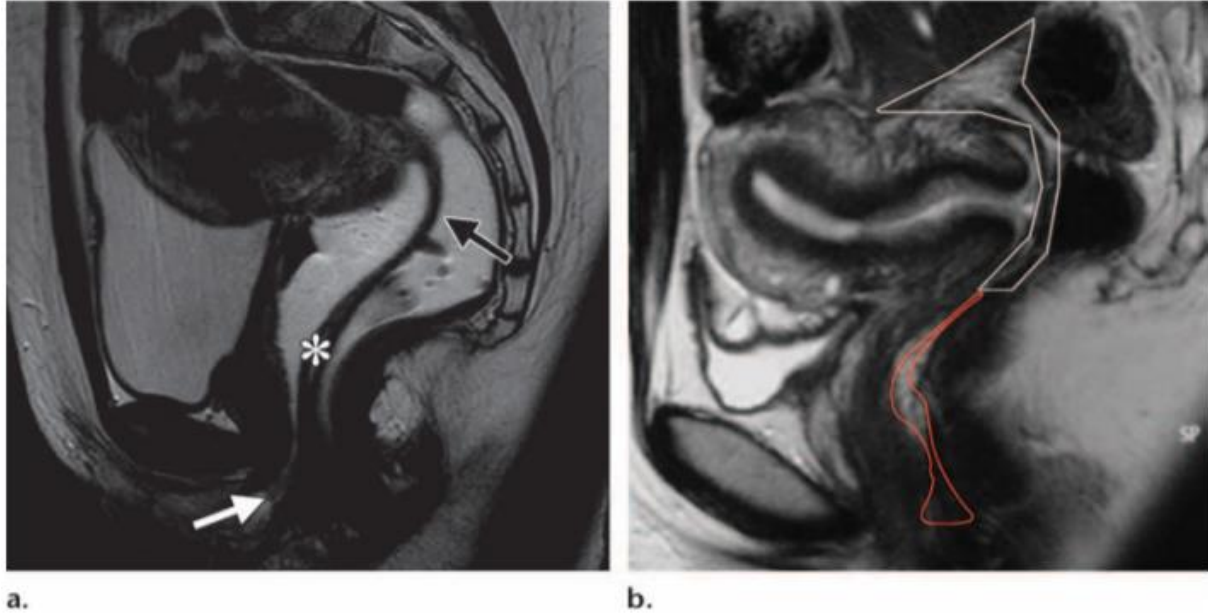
Anatomie du compartiment postérieur. Coupes IRM sagittales pondérées en T2 montrent le corps périnéal (flèche blanche en (a)), la cloison rectovaginale (* en (a), encadré en rouge en (b)) et cul de sac de Douglas (flèche noire en a, encadrée en blanc b) [22].
